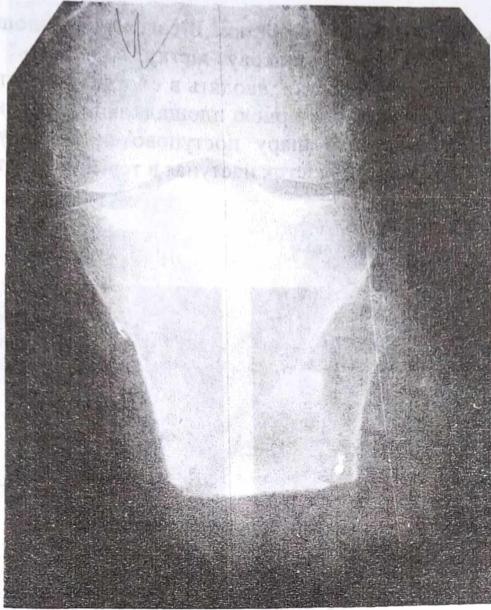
Фото рентгенограми. Коротка кукса гомілки з формуванням синостозу за рахунок трапецієподібного трансплантату з великогомілкової кістки. Термін після операції - 1,5 року.
